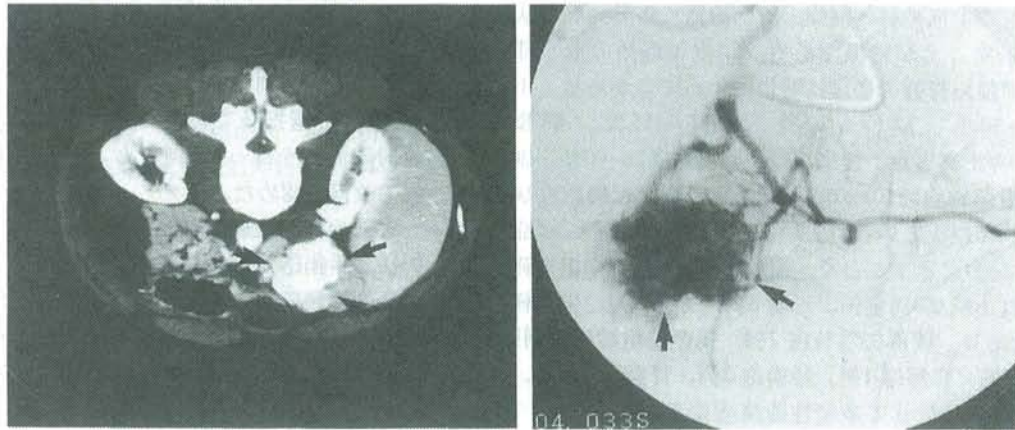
症例4、1999年9月の腹部造影CT (左)と血管撮影所見 (右)
